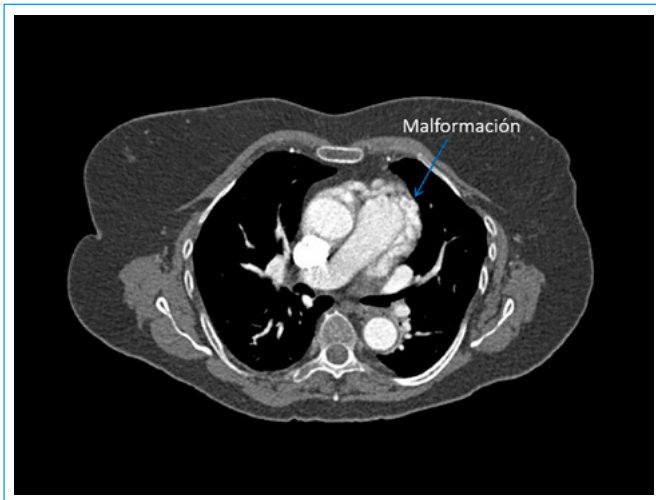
TC torácica que muestra una malformación vascular con localización anterior a aorta y arteria pulmonar
